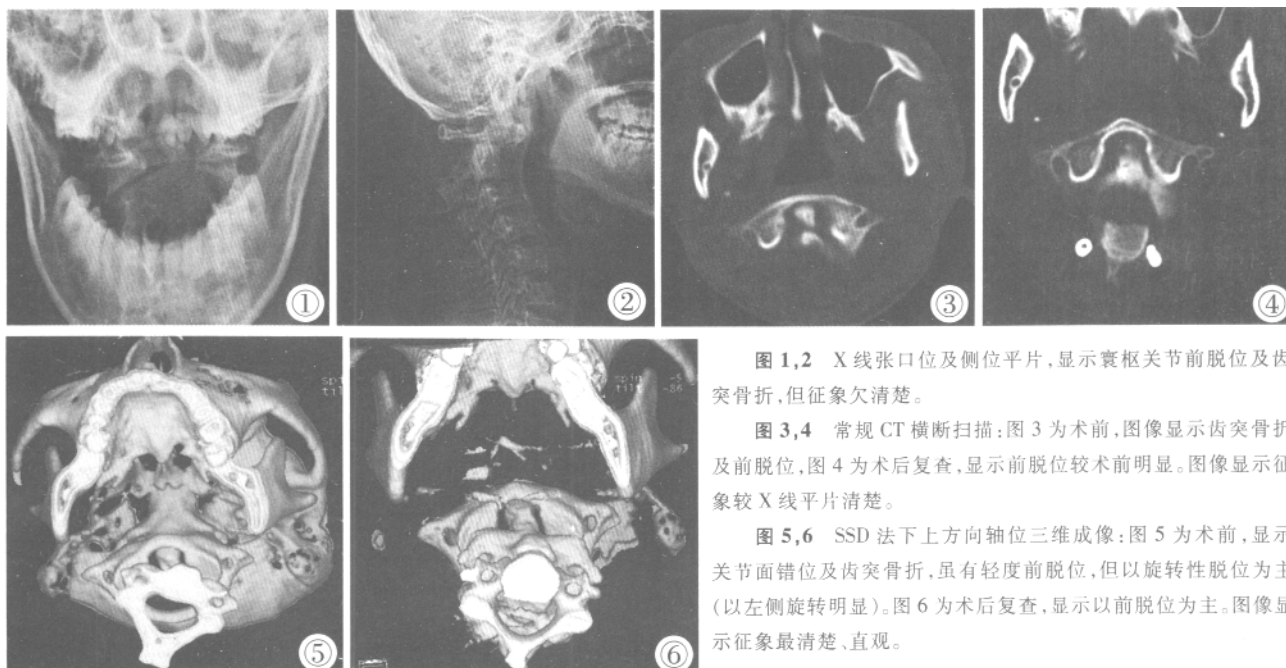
2 X 线张口位及侧位平片,显示寰枢关节前脱位及齿突骨折,但征象欠清楚。
